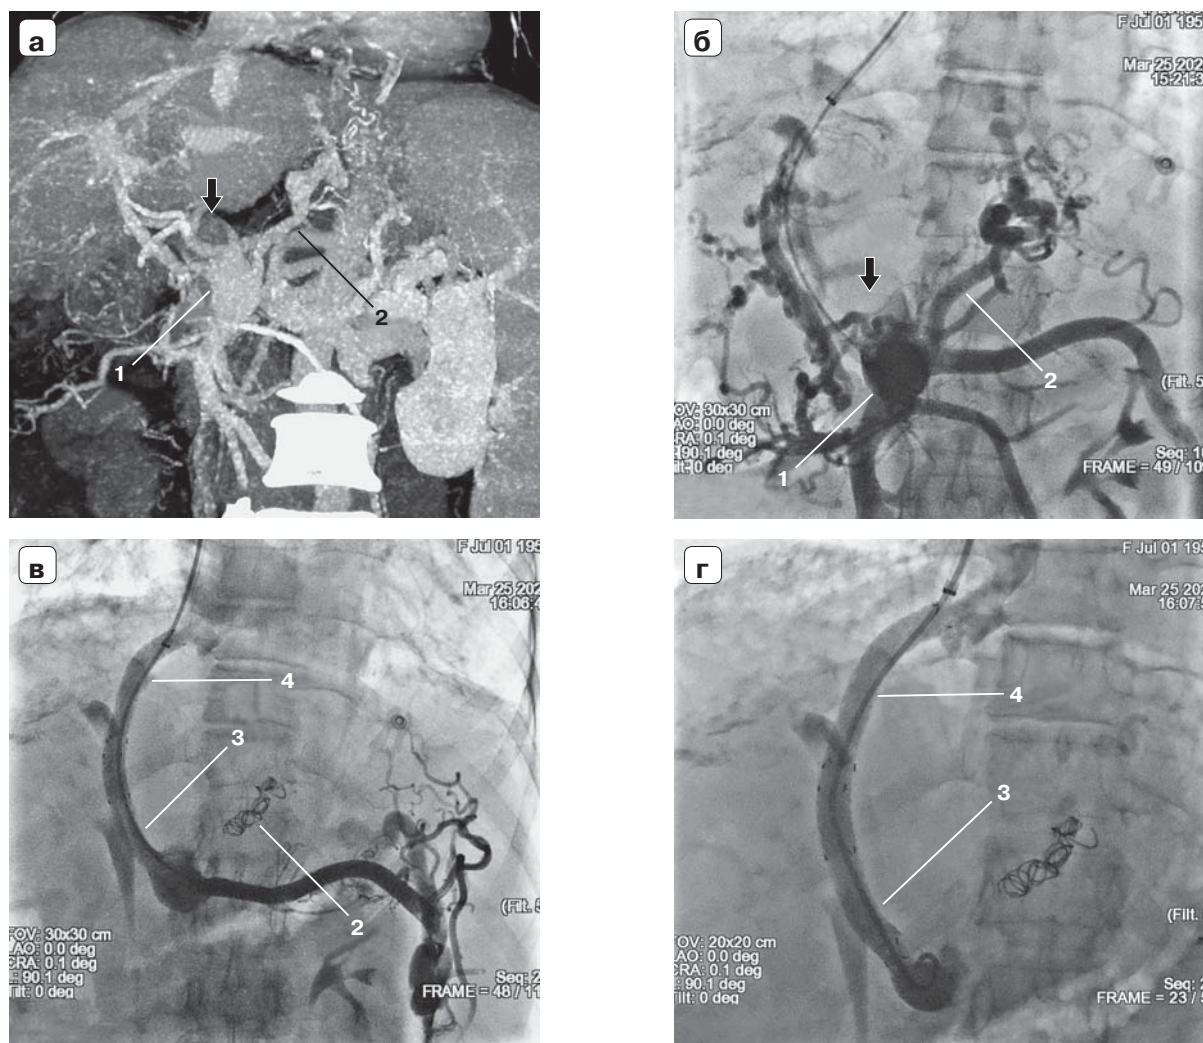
TIPS при ВПЖК в результате ПГ, вызванной сочетанием ЦП и тромбоза ВВ: а — компьютерная томограмма; б — прямая портограмма; в — завершающая портофистулограмма; г — увеличенная завершающая портофистулограмма. 1 — ВВ; 2 — ЛЖВ; 3 — стент в ВВ; 4 — стент в портосистемном канале.
